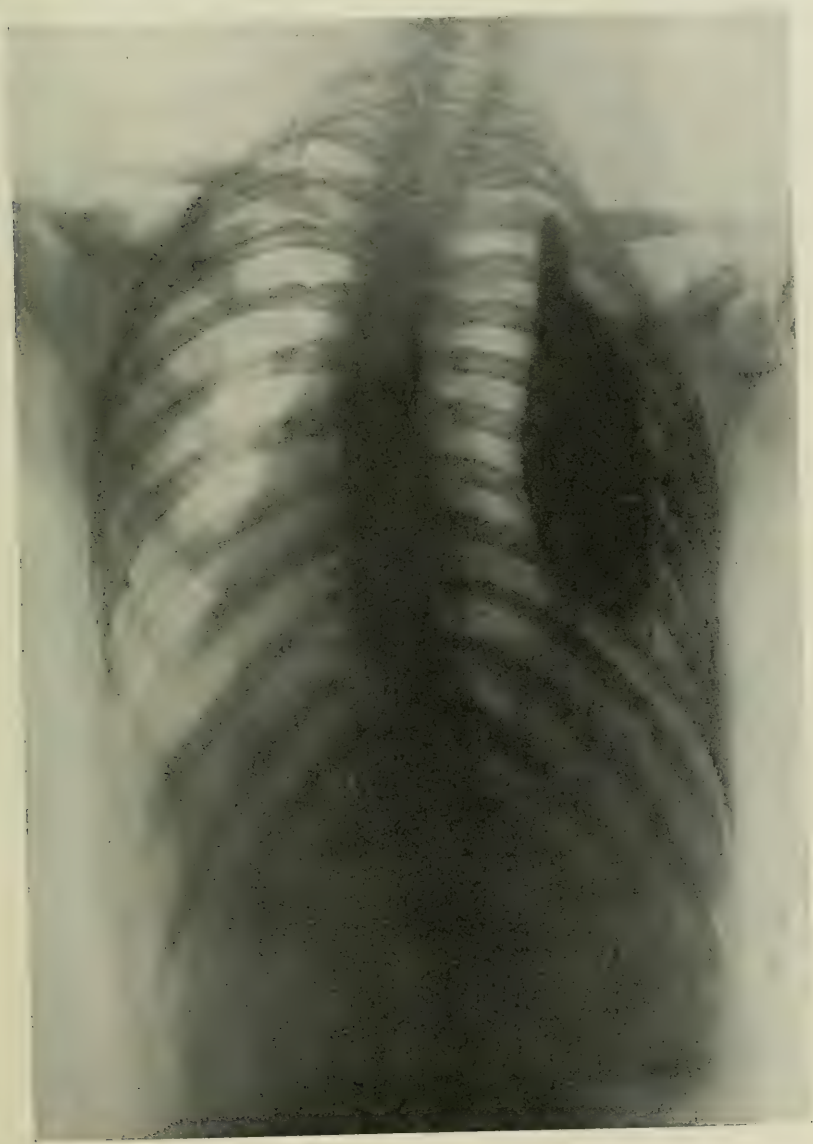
Radiographie faite après une injection bismuthée.
